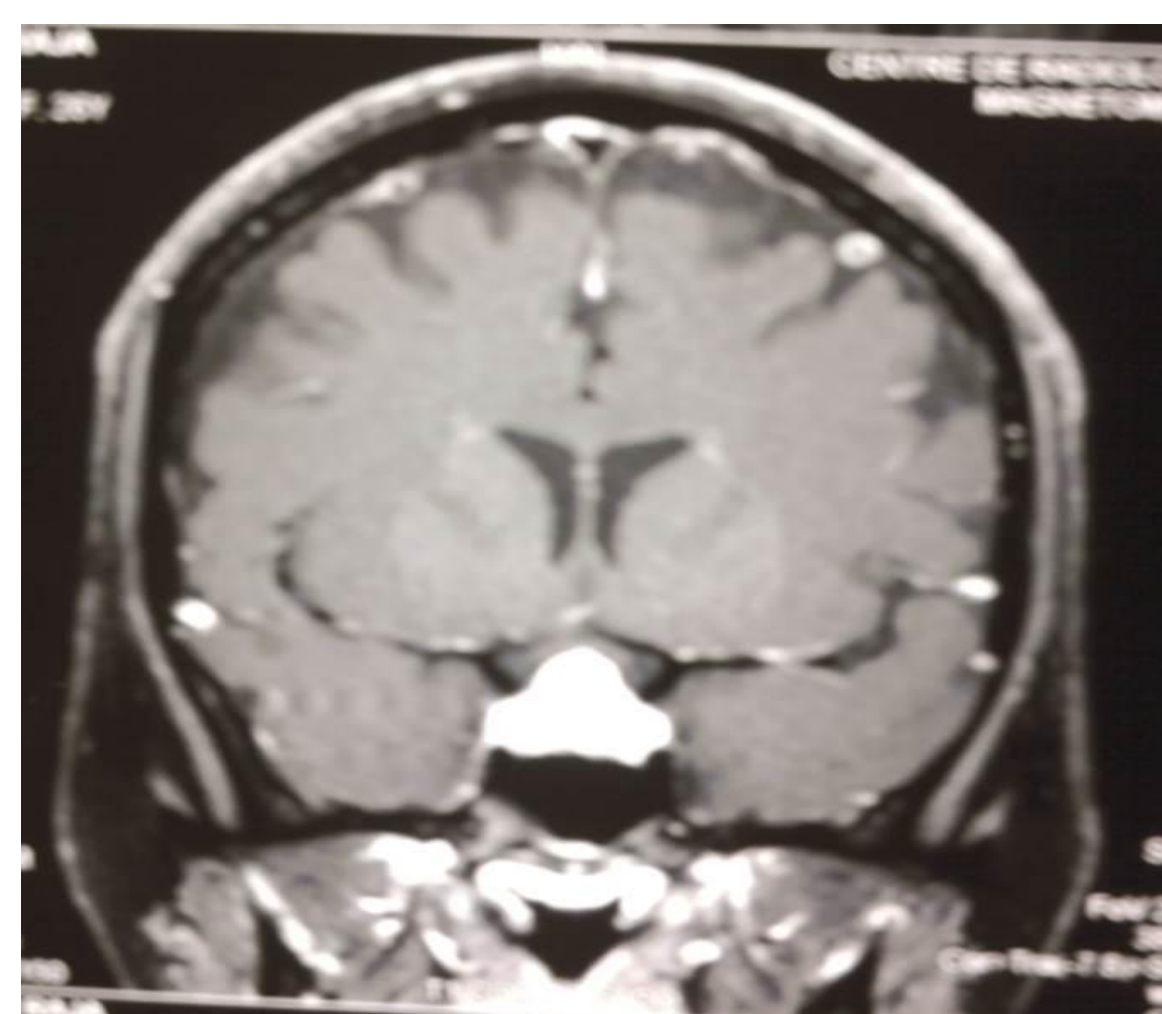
IRM hypophysaire en coupe coronale après injection du gadolinium.
